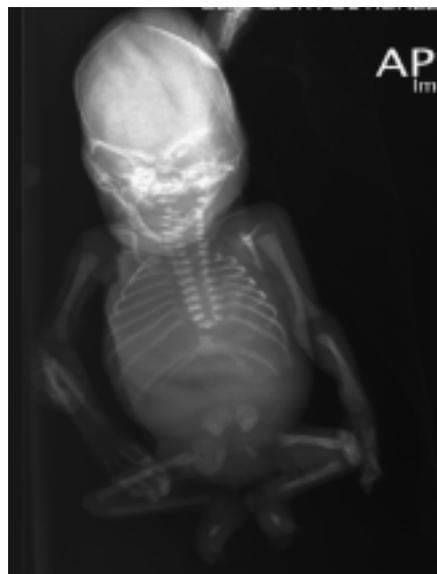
Radiografía antero-posterior de feto al nacimiento, con ausencia de vértebras lumbares y sacras.
